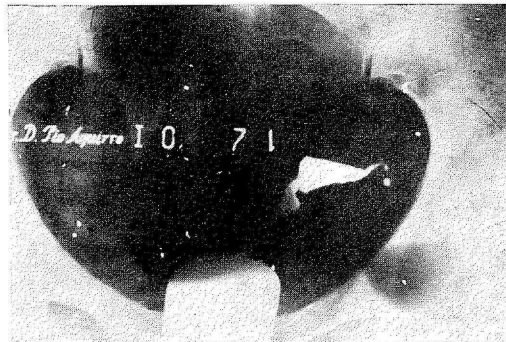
I Radiografía con contraste oleoso. Obstrucción de trompa izquierda. Deformidad de la cavidad uterina.
